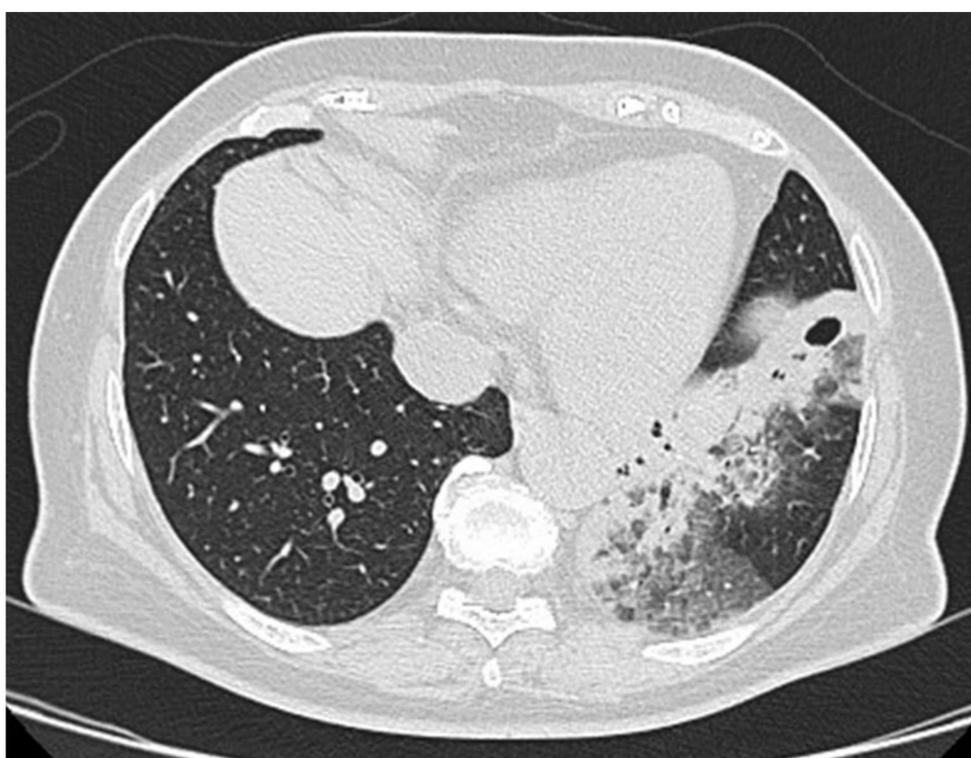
corta axial de TC en el que se muestra una consolidación en la base del lóbulo superior izquierdo, áreas en vidrio deslustrado y una cavitación. El germen aislado fue *Klebsiella pneumoniae*.
